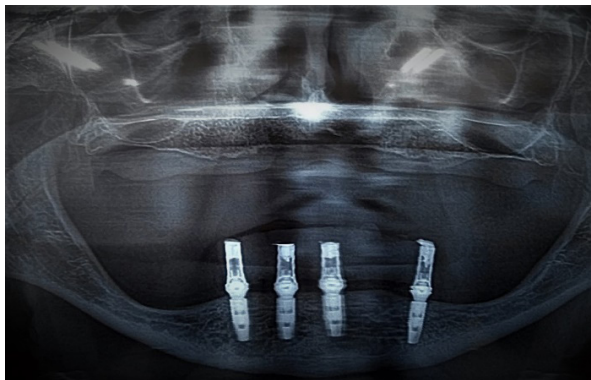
Radiografia panorâmica após 6 meses.
